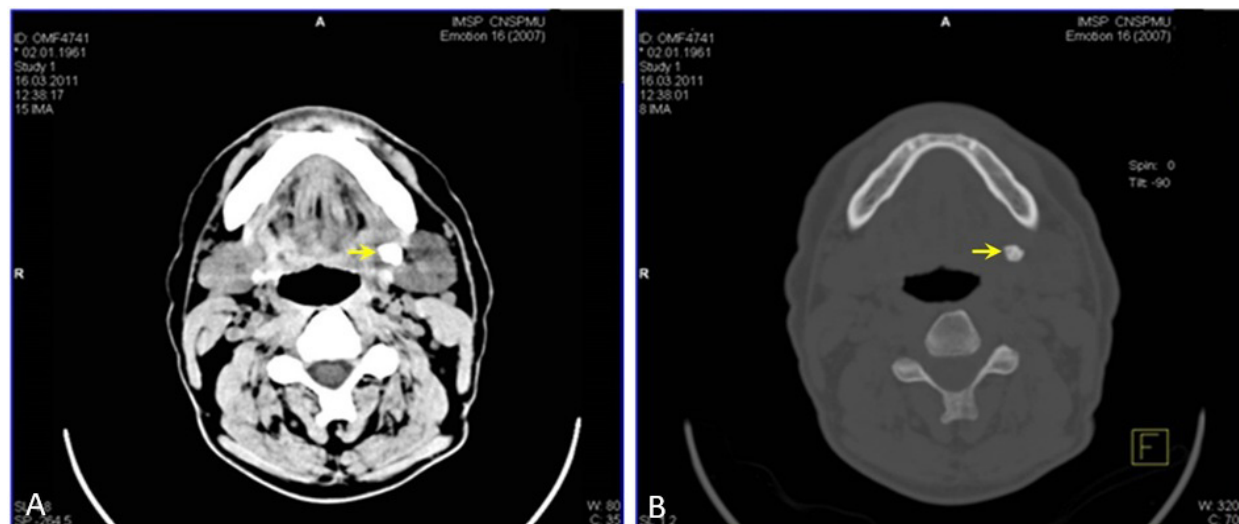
A. Tomografie computerizată: sialoadenită calculoasă pe stânga cu modificări semnificative ale parenchimului glandei submandibulare. B. Concrement în glanda submandibulară stângă de o densitate echivalentă cu cea a țesutului osos.
